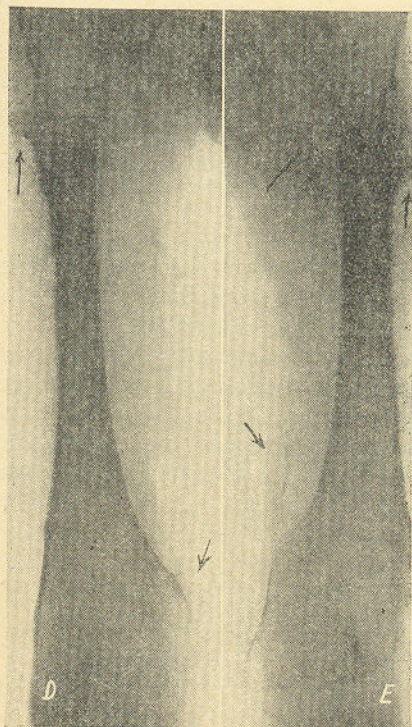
Radiografia dos femurs.
